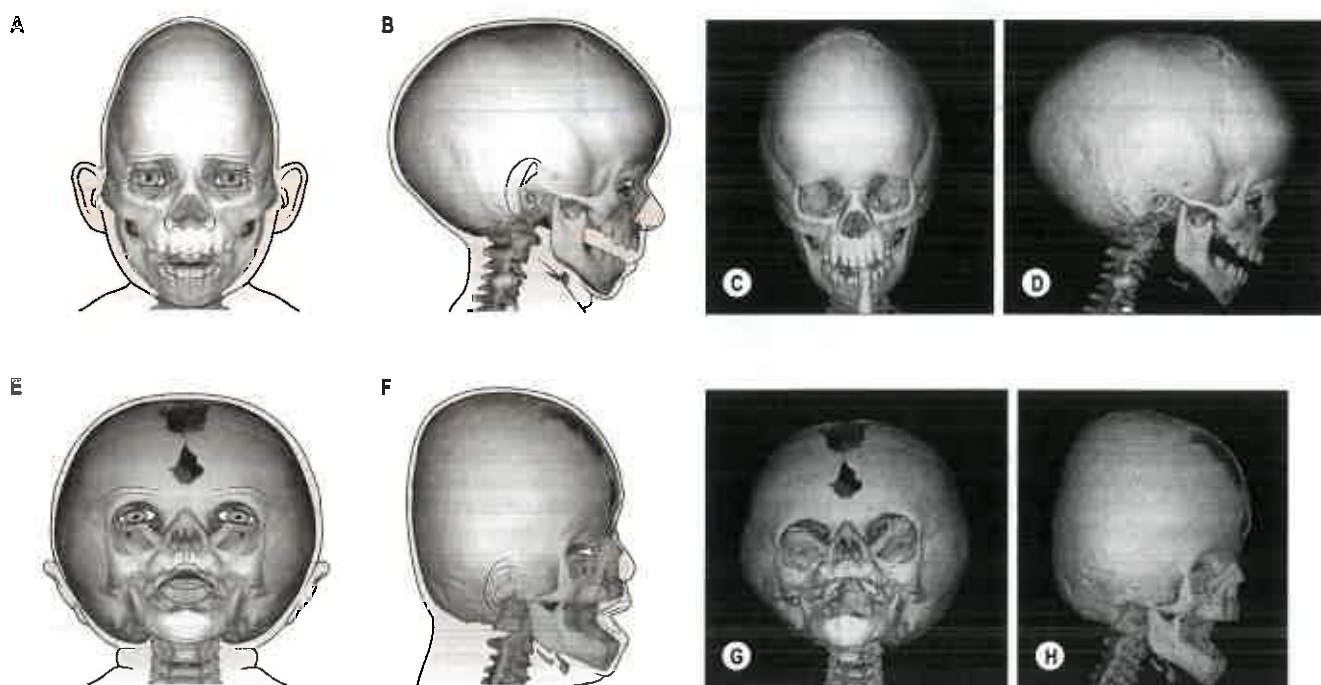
Craniosinostosi. A,B. Disegni al tratto delle vedute frontale e laterale della sinostosi sagittale. C,D. Scansioni in tomografia computerizzata tridimensionale (3D-TC). La fusione prematura della sutura sagittale ha limitato la crescita in ampiezza del cranio, ma si osserva crescita compensativa sul piano fronto-occipitale. E,F. Disegni al tratto delle vedute frontale e laterale della sinostosi bicoronale. G,H. Scansioni 3D. La fusione prematura di entrambe le suture coronali ha limitato la crescita sul piano fronto-occipitale, ma si osserva crescita compensativa in ampiezza. Le coppie di scansioni TC non derivano dagli stessi pazienti indicati nei disegni al tratto; il canale endotracheale è stato rimosso digitalmente da (D). (Per gentile concessione di P. Anslow.)
